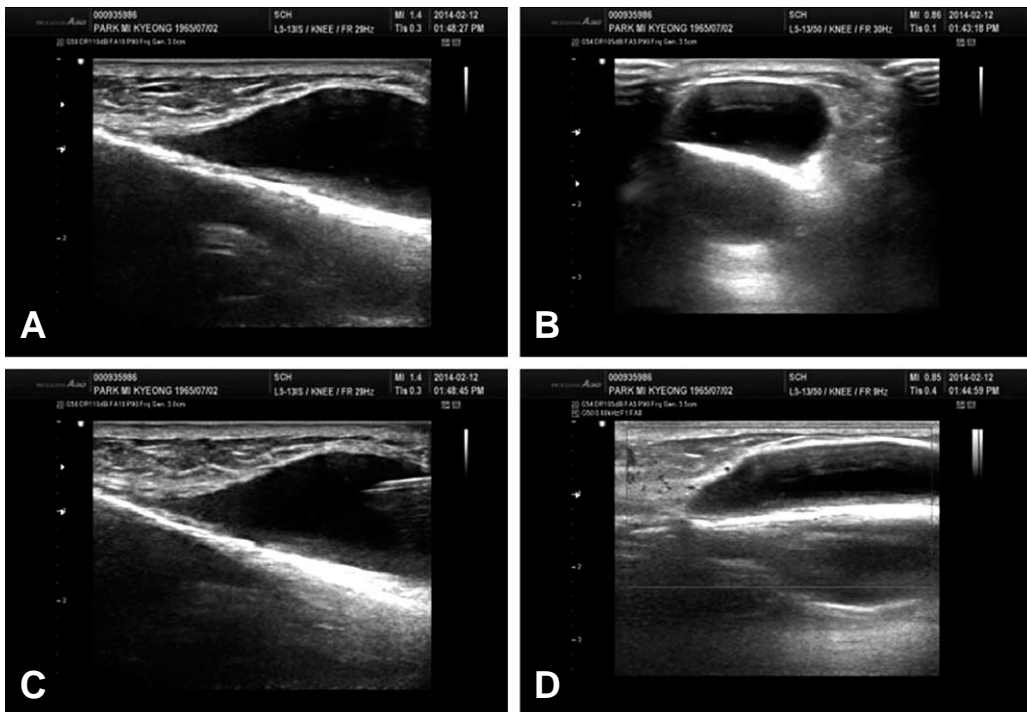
Longitudinal (A) and transverse (B) scans of the tibia confirm the presence of a cystic lesion containing anechoic liquid are seen interspersed by a hyperechoic linear periosteal reaction. Ultrasound-guided aspiration (C) and Doppler imaging shows no active vascularity around the mass (D).
